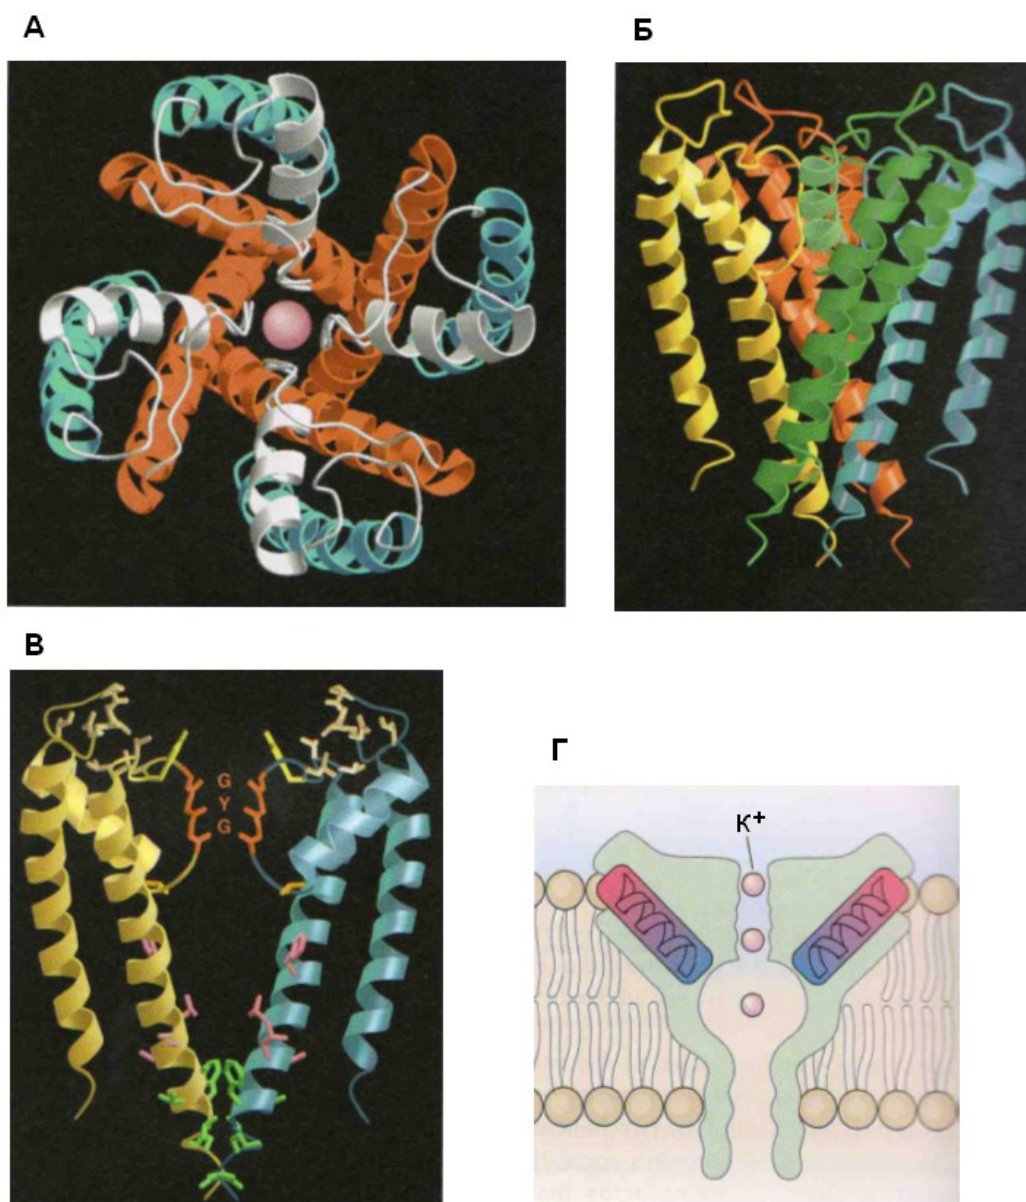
Структура калиевого канала, полученная с помощью рентгенокристаллического метода
